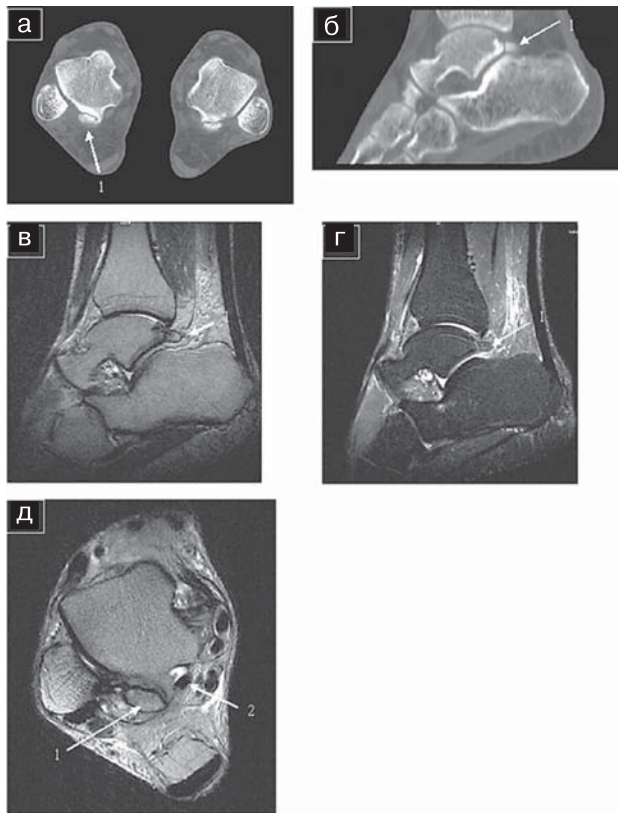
Синдром трехгранной кости. Теносиновит сухожилия *m. flexor hallucis longus*: а — рентгенограмма в боковой проекции: визуализируется трехгранная кость (1); б — аксиальная КТ; в — КТ, МПР в сагиттальной проекции: на обеих конечностях визуализируются трехгранные кости (1), признаков повреждения не выявлено; г — сагиттальная МРТ в T_2 -ВИП; д — сагиттальная МРТ в режиме STIR: определяется отек костного мозга трехгранной кости (1) и заднего отростка таранной кости; е — аксиальная МРТ в T_2 -ВИП: дополнительно диагностируется теносиновит сухожилия *m. flexor hallucis longus* (2).
